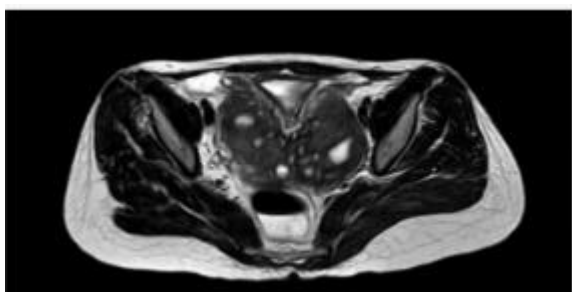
Axial MRI view showed multiple foci hyperintens on T2W sequence observed in both sides of uterus confirming diffuse bilateral adenomyosis
